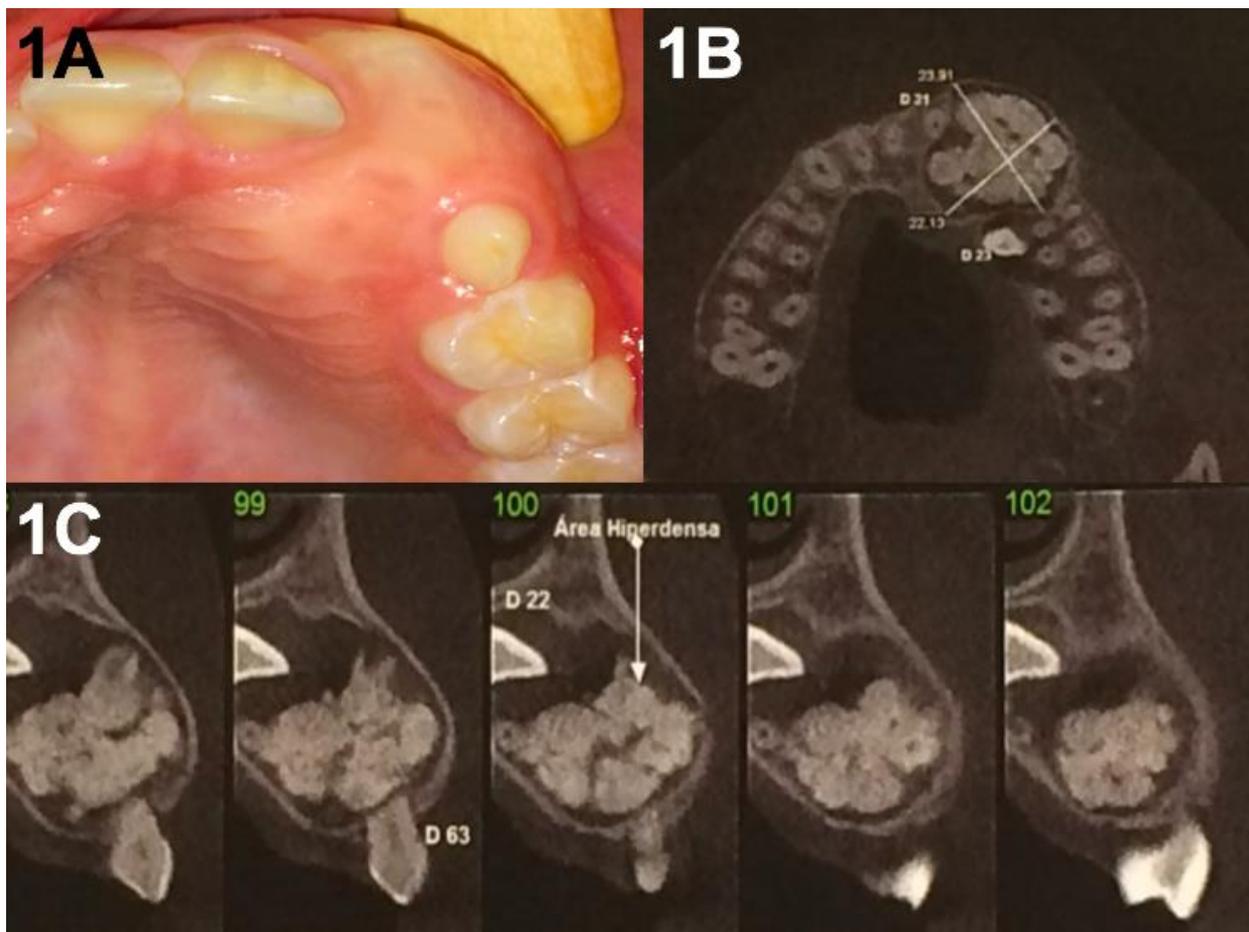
A. Tumefação dura à palpação na região superior e anterior da maxila esquerda B. Tomografia computadorizada do tipo Cone Beam. C. Cortes axiais apresentando uma extensa massa hiperdensa, com contornos regulares.
